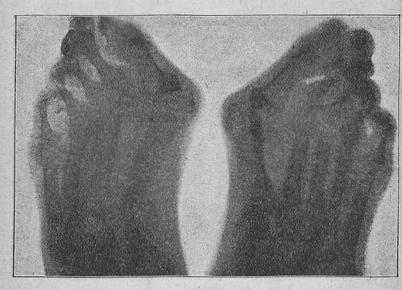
Изображеніе ноги 72 л. старика при погредств'я Рентгеновскихъ лучей.
